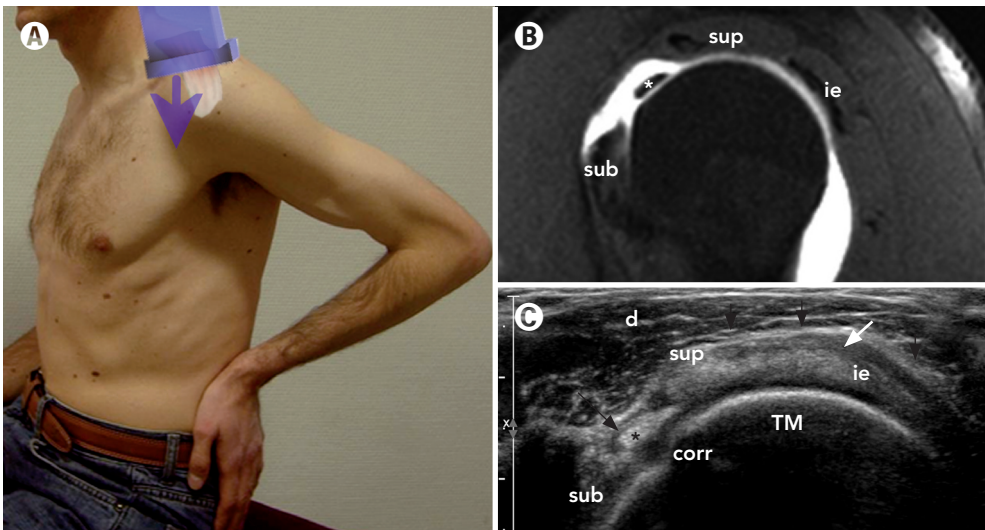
A) Posición 6. Barrido del tendón supraespinoso en su eje corto (flecha), y posteriormente el infraespinoso. B) Imagen sagital artro-RM. Manguito rotador musculotendinoso infraespinoso (ie), subescapular (sub) y supraespinoso (sup). C) Plano transversal del manguito rotador. Comparar con la imagen anatómica y nomenclatura de la figura 2-1. Origen de la correa humeral (corr). TLB (*). Polea ligamentosa (coracohumeral y glenohumeral superior) (flecha negra) del TLB. Anisotropía (flecha blanca). Grasa peribursal subdeltoidea (flechas pequeñas). Deltoides (d). Tuberosidad mayor (TM).
